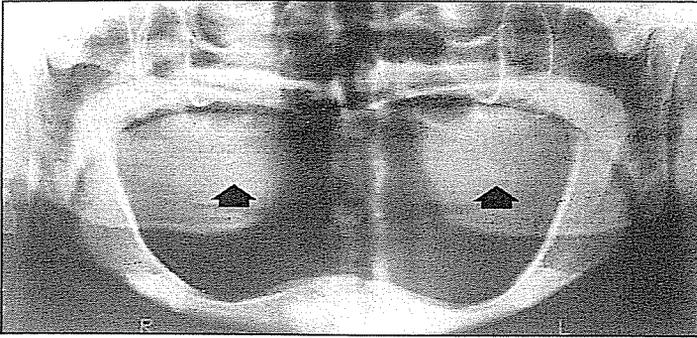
Radiografía panorámica. Diagnóstico de osteoporosis. Edad 65 años. Se observan áreas osteolíticas múltiples en el sector anterior y posterior del maxilar.
